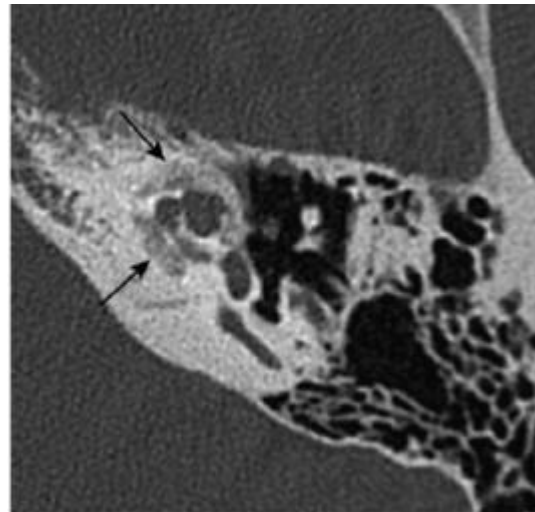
Otospongiose type 4a. Coupe TDM axiale : (flèches) [29]
